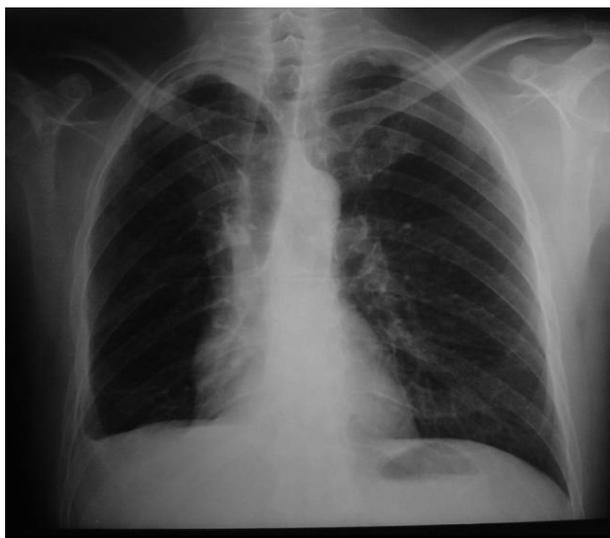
Radiographie du thorax : apparition d'une opacité pleurale
